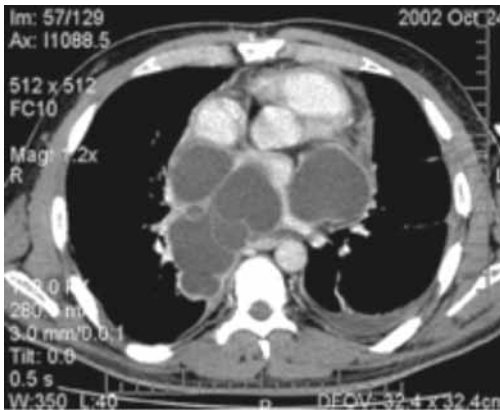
RMN que muestra equinococosis cardiaca múltiple.⁴³
